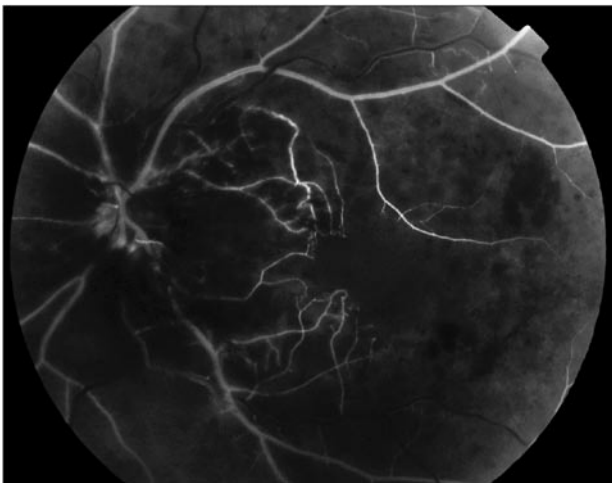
Пациент Б., 45 лет. Ишемический тромбоз ЦВС при гипергомоцистеинемии. Данные ФАГ спустя две недели от начала заболевания. Облитерация артериол третьего порядка, обширные зоны отсутствия капиллярной перфузии
